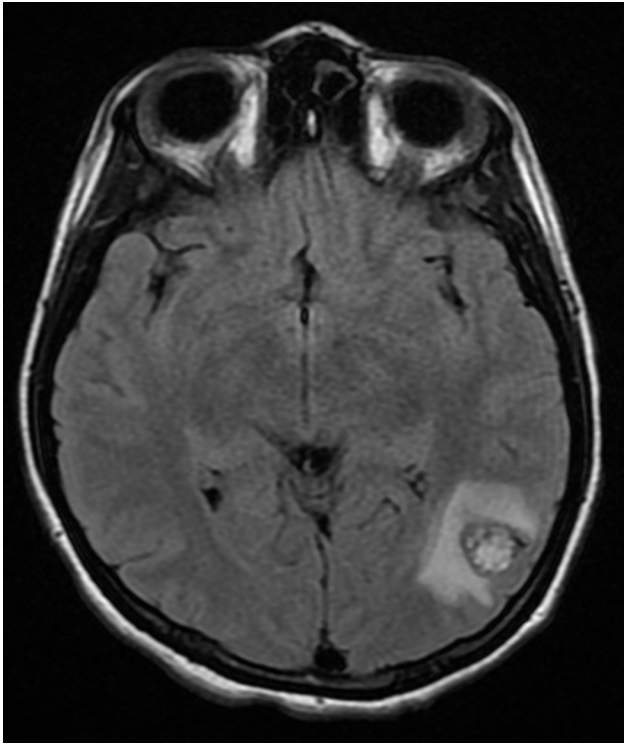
Resonancia magnética que muestra lesión nodular metastásica en la segunda y tercera circunvolución temporal izquierda.
